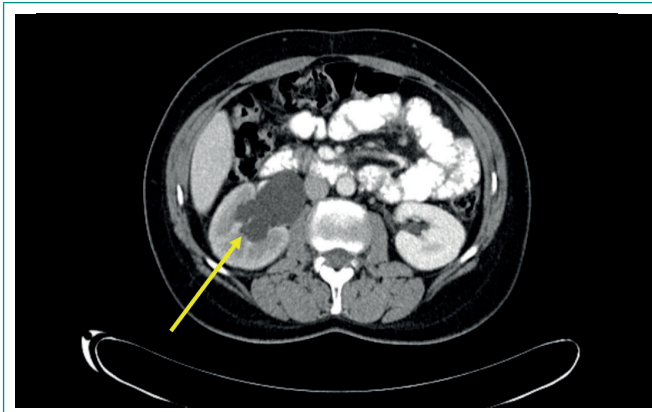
TAC en corte transversal que muestra ureterohidronefrosis derecha grado III.
